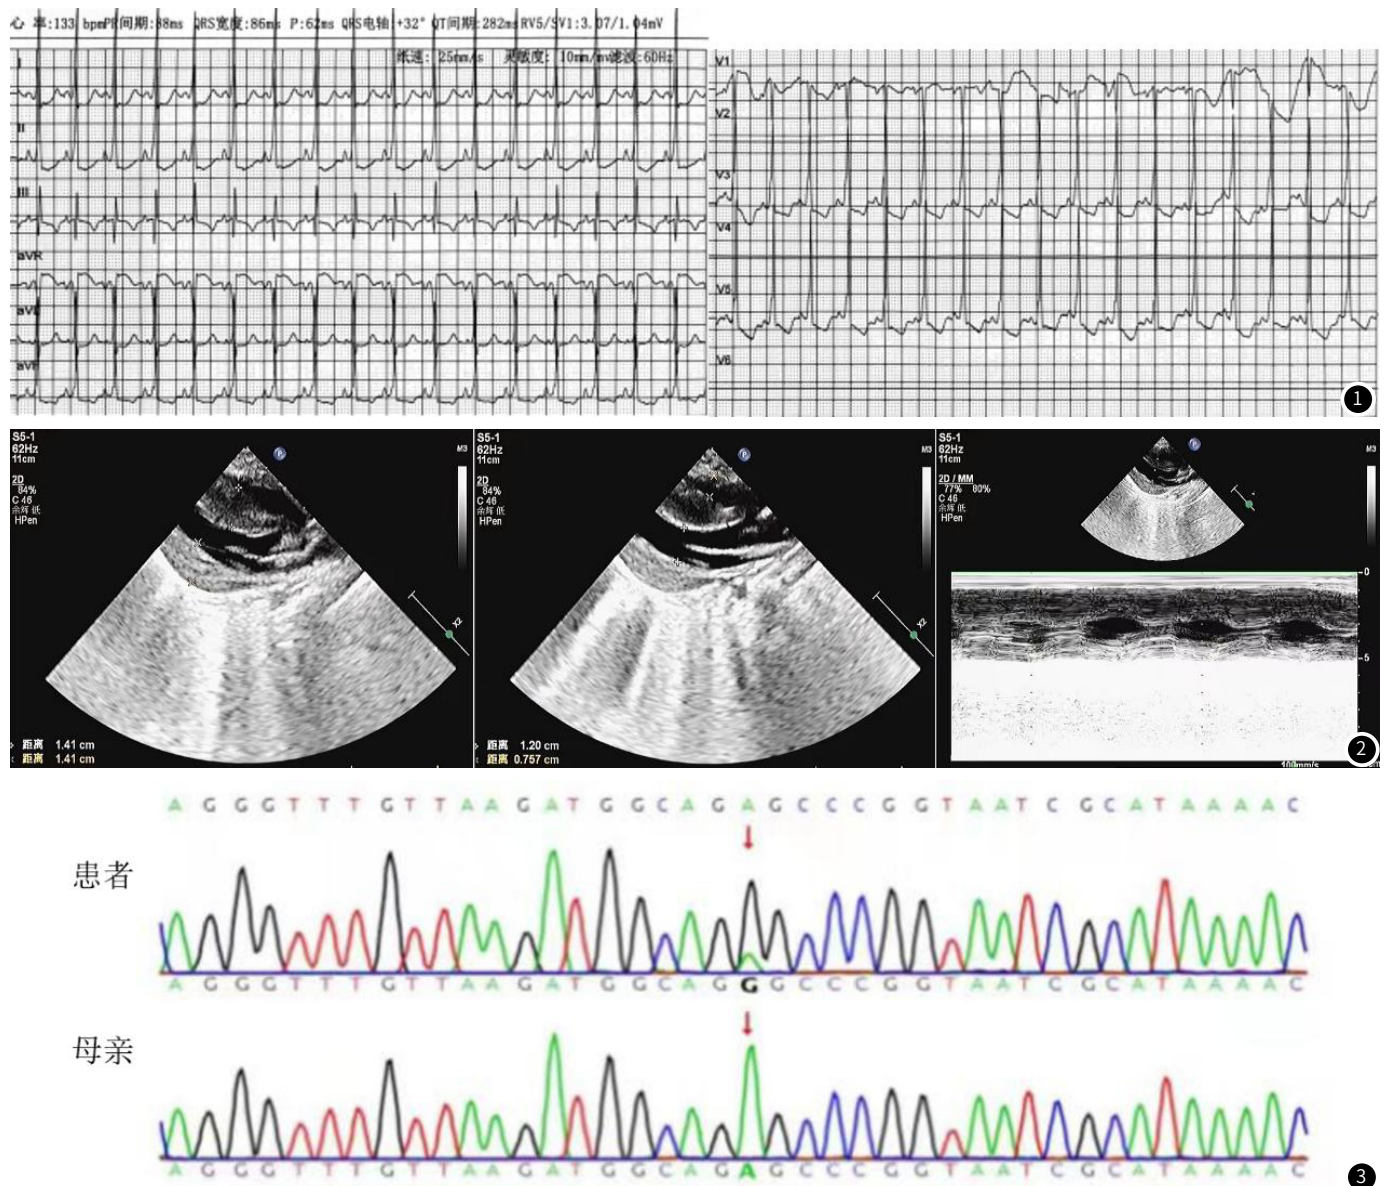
心电图提示: 1. 窦性心律; 2. 心室预激; 3. 广泛导联ST-T改变。图2 超声心动图提示室间隔及左心室后壁增厚, 运动幅度无异常, 左心室流出道无梗阻。图3 患者及其母亲外周血基因测序结果: 线粒体DNA MT-TL1基因m.3243A>G位点突变。
